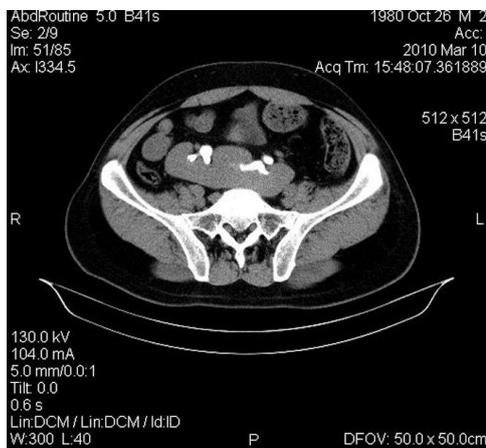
КТ - галетообразная почка (случайная находка)
